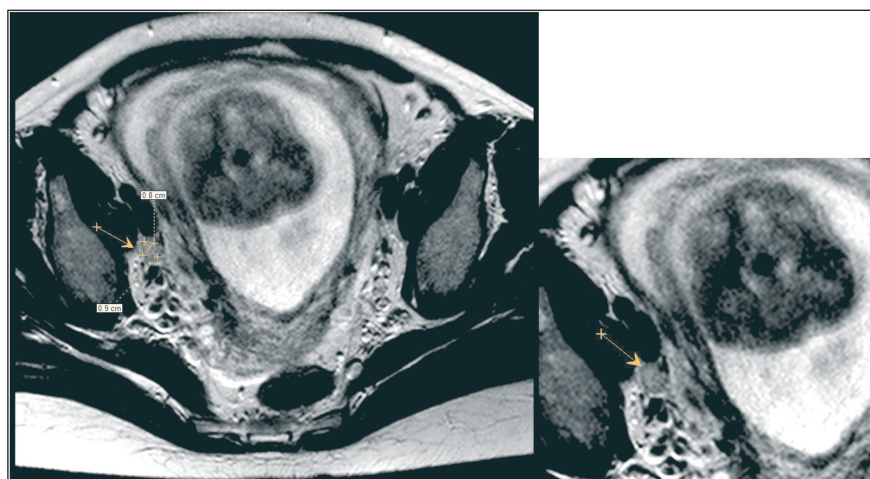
МРТ области таза: Т2-ВИ, аксиальная плоскость сканирования. Тазовые лимфатические узлы с метастатическим поражением (по данным морфологического исследования): размер по короткой оси 0,8 см, округлая форма (соотношение размеров по длинной и короткой оси 0,9/0,8; ИК – 1,13)
